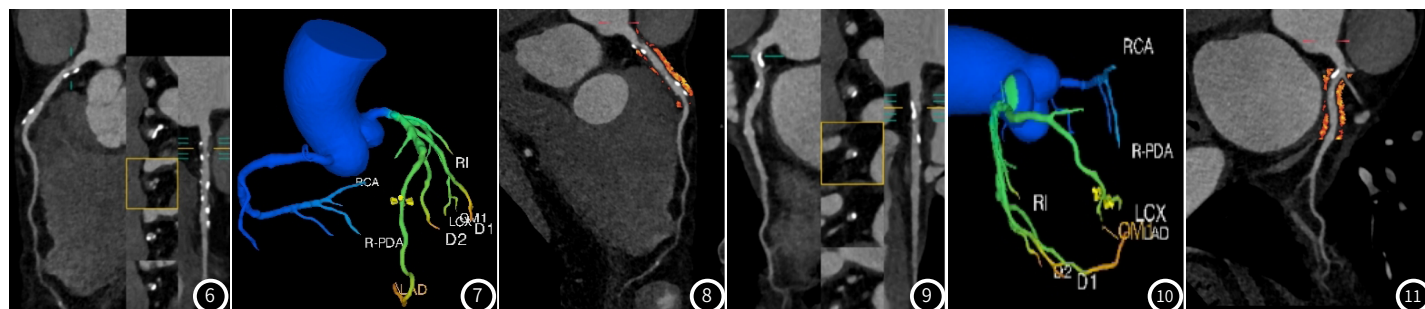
LAD管腔钙化及非钙化斑块形成; 图7 CT-FFR 0.74; 图8 冠脉周围FAI -71HU
